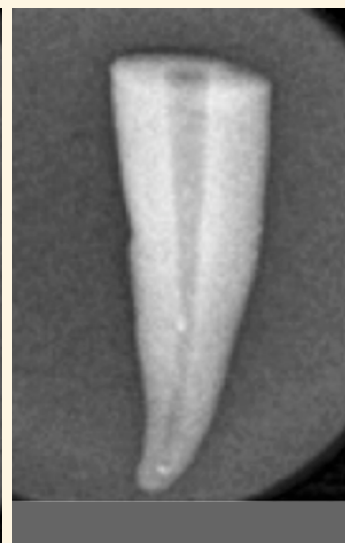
Radiografía final (conducto desobturado).
